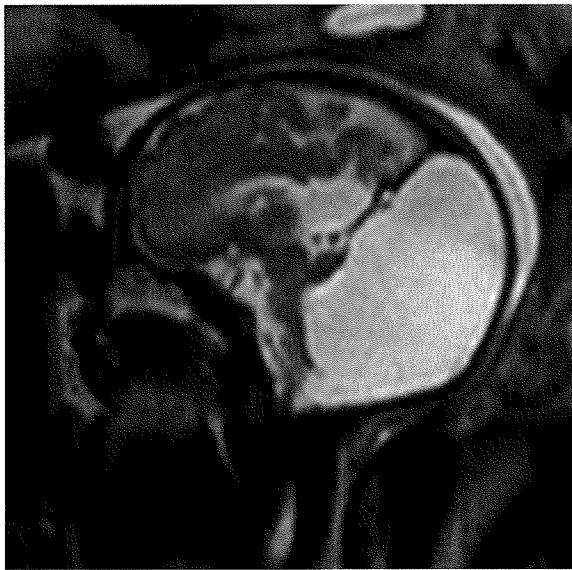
胎児期 MRI（妊娠 32 週）。左：矢状断像で後頭蓋窓の拡大、小脳低形成の所見、右：冠状断像で小脳虫部の形成不全の所見
